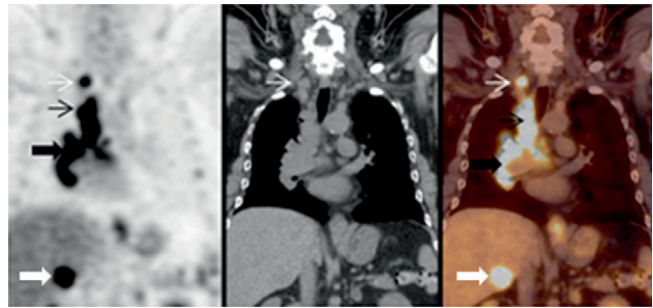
Vues frontale de TEP-TDM chez un patient présentant un adénocarcinome de la région hilare droite.
